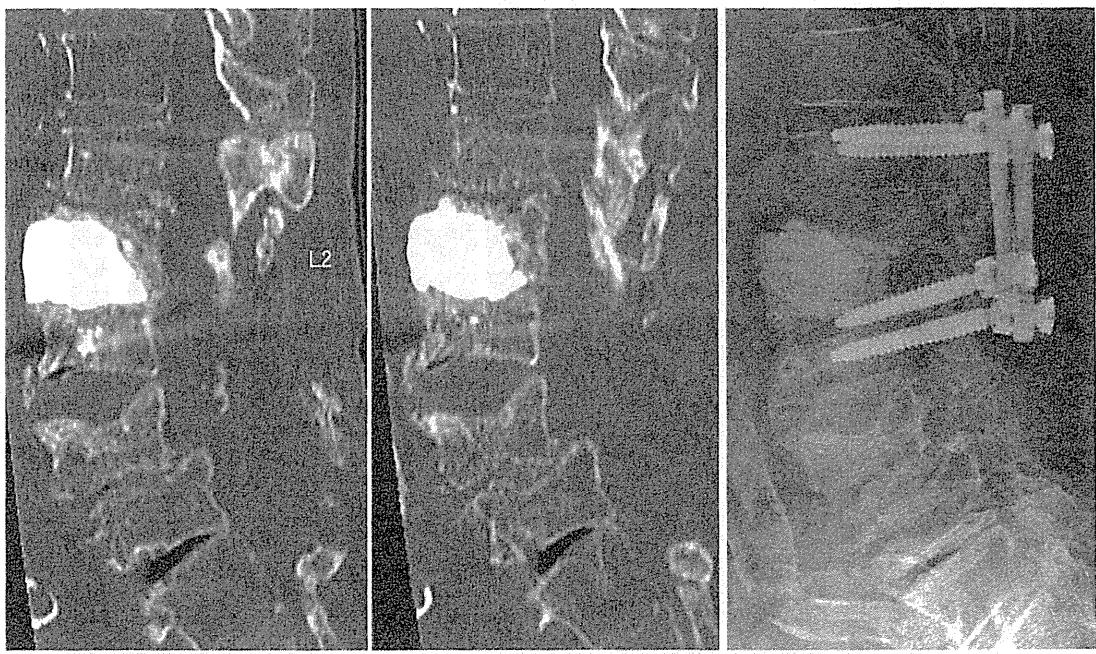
骨折椎体終板の高度粉碎例への対応. 症例2. 81歳, 男. Th12椎体圧潰, 遅発性神経麻痺(他院でTh12/L1黄色靭帯骨化症除圧術後). Th12椎体尾側終板は粉碎し, 立位および仰臥位でTh12/L1椎体間に不安定性を認める(a~c). 本例では, CPC法における骨腔作成の自由度の高さを利用して, Th12の椎体内偽関節部搔爬に加え, 経椎弓根経路から粉碎しているTh12尾側終板およびTh12/L1椎間板も同時に搔爬・摘出し, 骨折椎体内および尾側椎間板腔を交通させる十分なスペースを作成した. そしてL1椎体の頭側終板と, Th12椎体に残っている頭側骨片との間にCPCを充填し, 後方から最小範囲のインストゥルメンテーションで補強し, 後方に骨移植固定を行った. 術後10ヵ月のCTではCPC塊の脱転を認めず, 術後1年でもほとんど矯正損失を認めなかつた(d, e). 術前の麻痺症状としての両側下垂足も正常に回復している.
